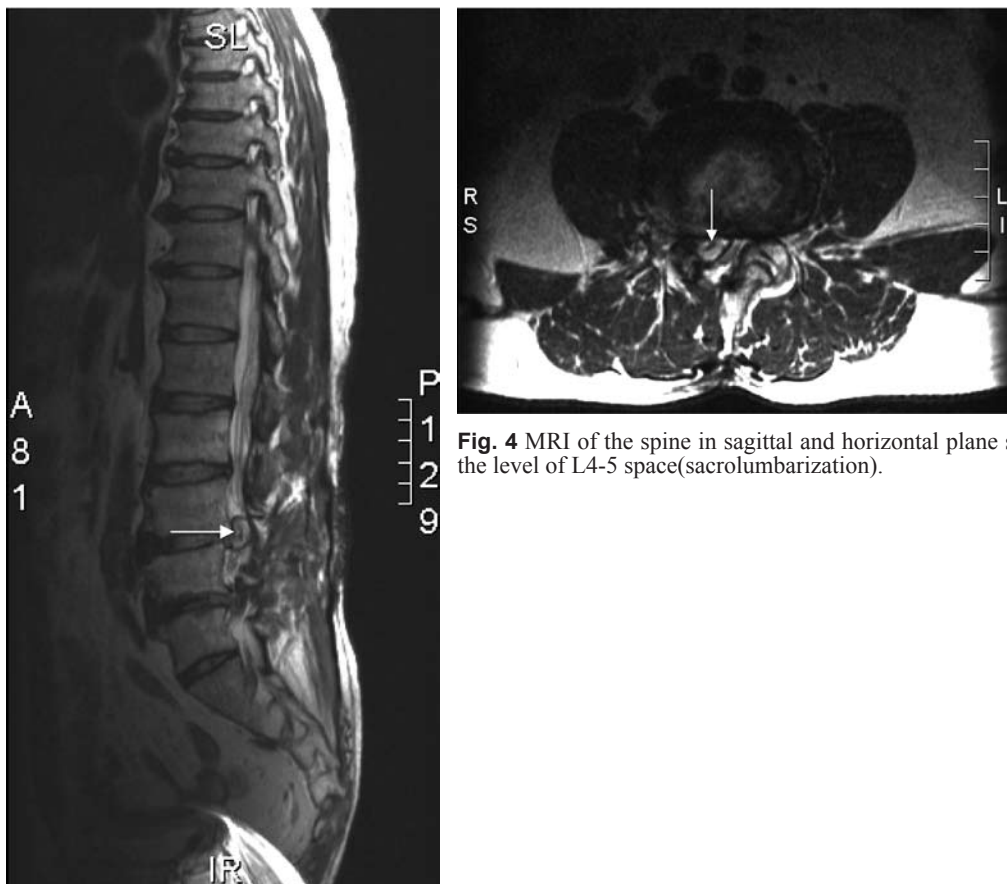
MRI of the spine in sagittal and horizontal plane show well demarcated cyst at the level of L4-5 space(sacrolumbarization).
